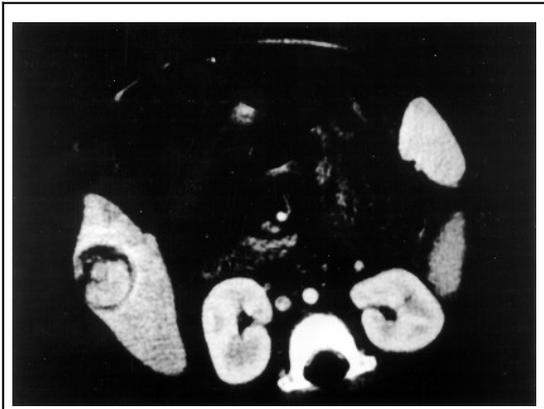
Abdominal CT shows liver cirrhosis, hepatosplenomegaly and ascites. Note slightly increased and heterogeneous attenuation of the mass.
